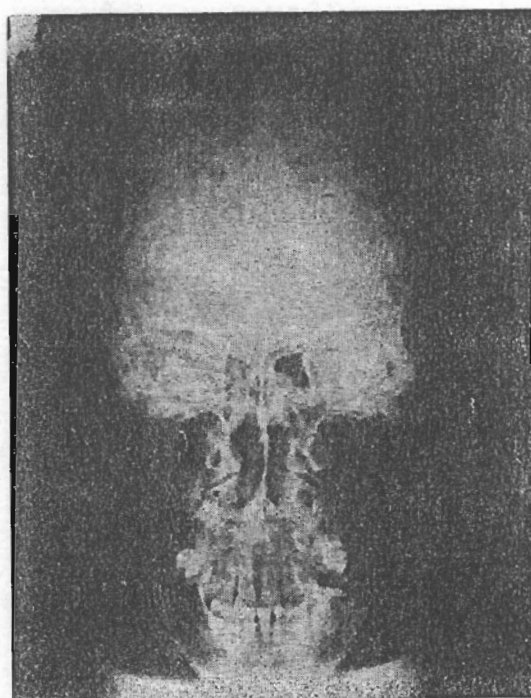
Radiografia do crânio com múltiplas zonas osteolíticas.
